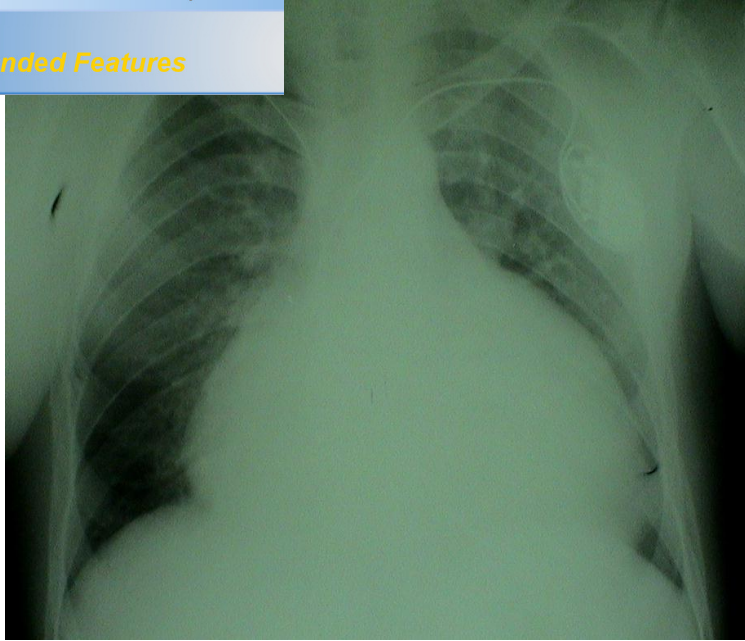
Radiographie thoracique : Présence de deux sondes ventriculaire et auriculaire du côté droit, et une sonde ventriculaire du côté gauche connectée au boîtier
